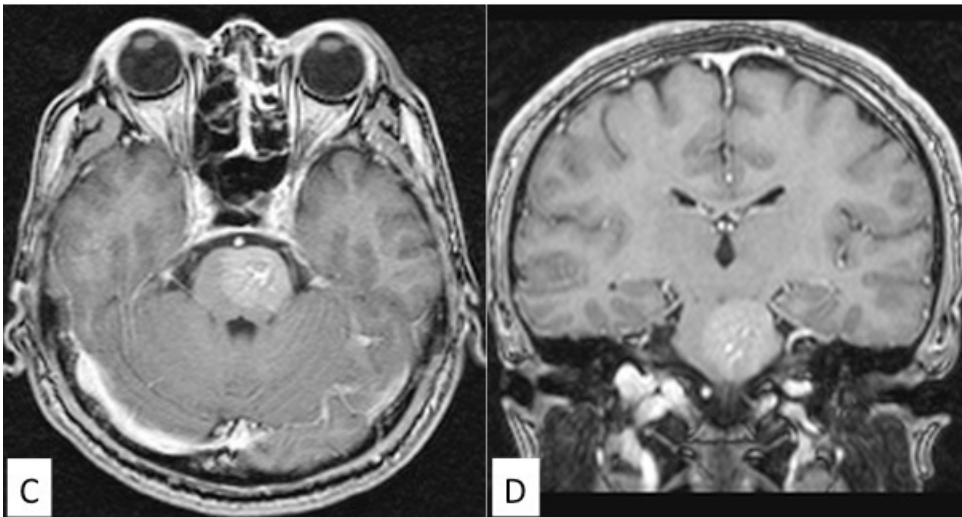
C,D; MRI, T1WI, Gd-CE(+), axial view(C), coronal view(D).
